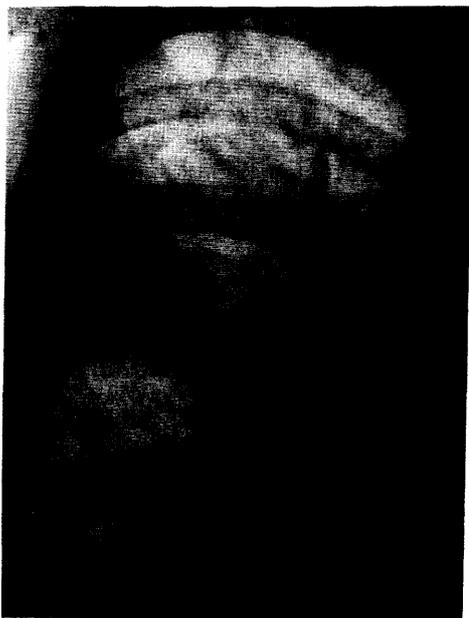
Рентгенограмма больного узелковым периартериитом. Выпотной плеврит справа.
